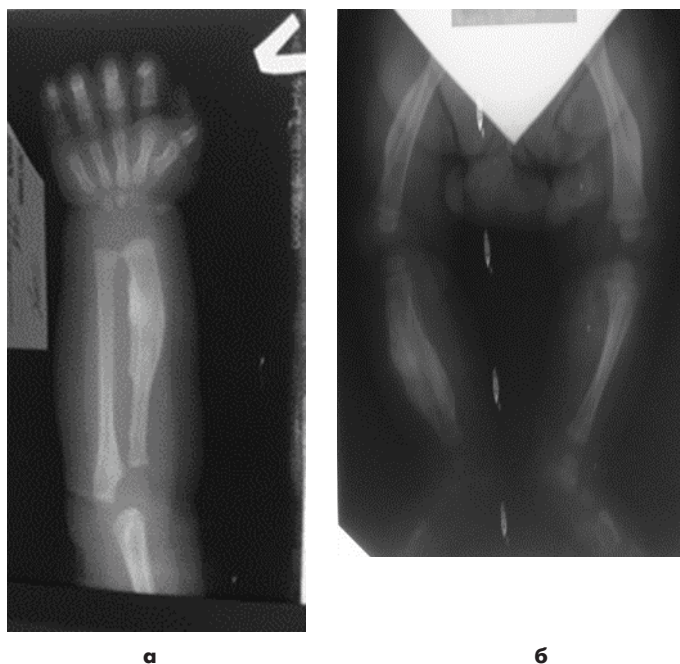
Рентгенограммы пациентки П. в 3 мес. Болезнь Каффи. Гиперостозы костей предплечья (а), бедренных костей и костей голени (б).
